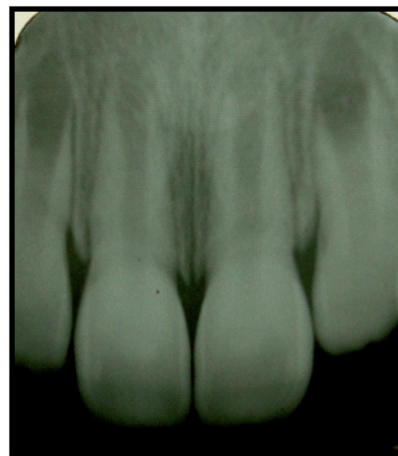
Radiografía periapical inmediata que muestra a nivel del tercio apical del incisivo central superior derecho la ausencia de la línea de fractura.
